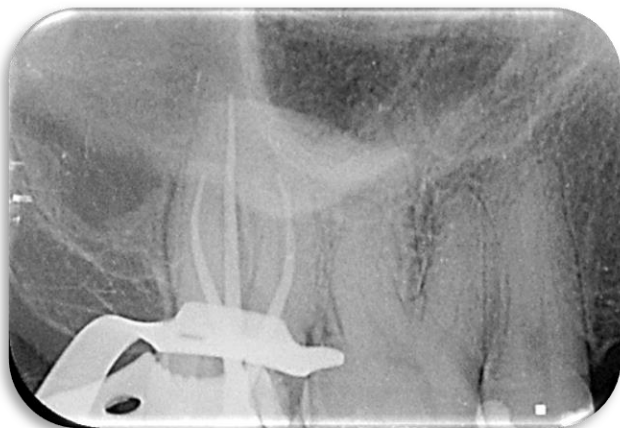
Radiografia de prova do cone. Fonte: os Autores.
